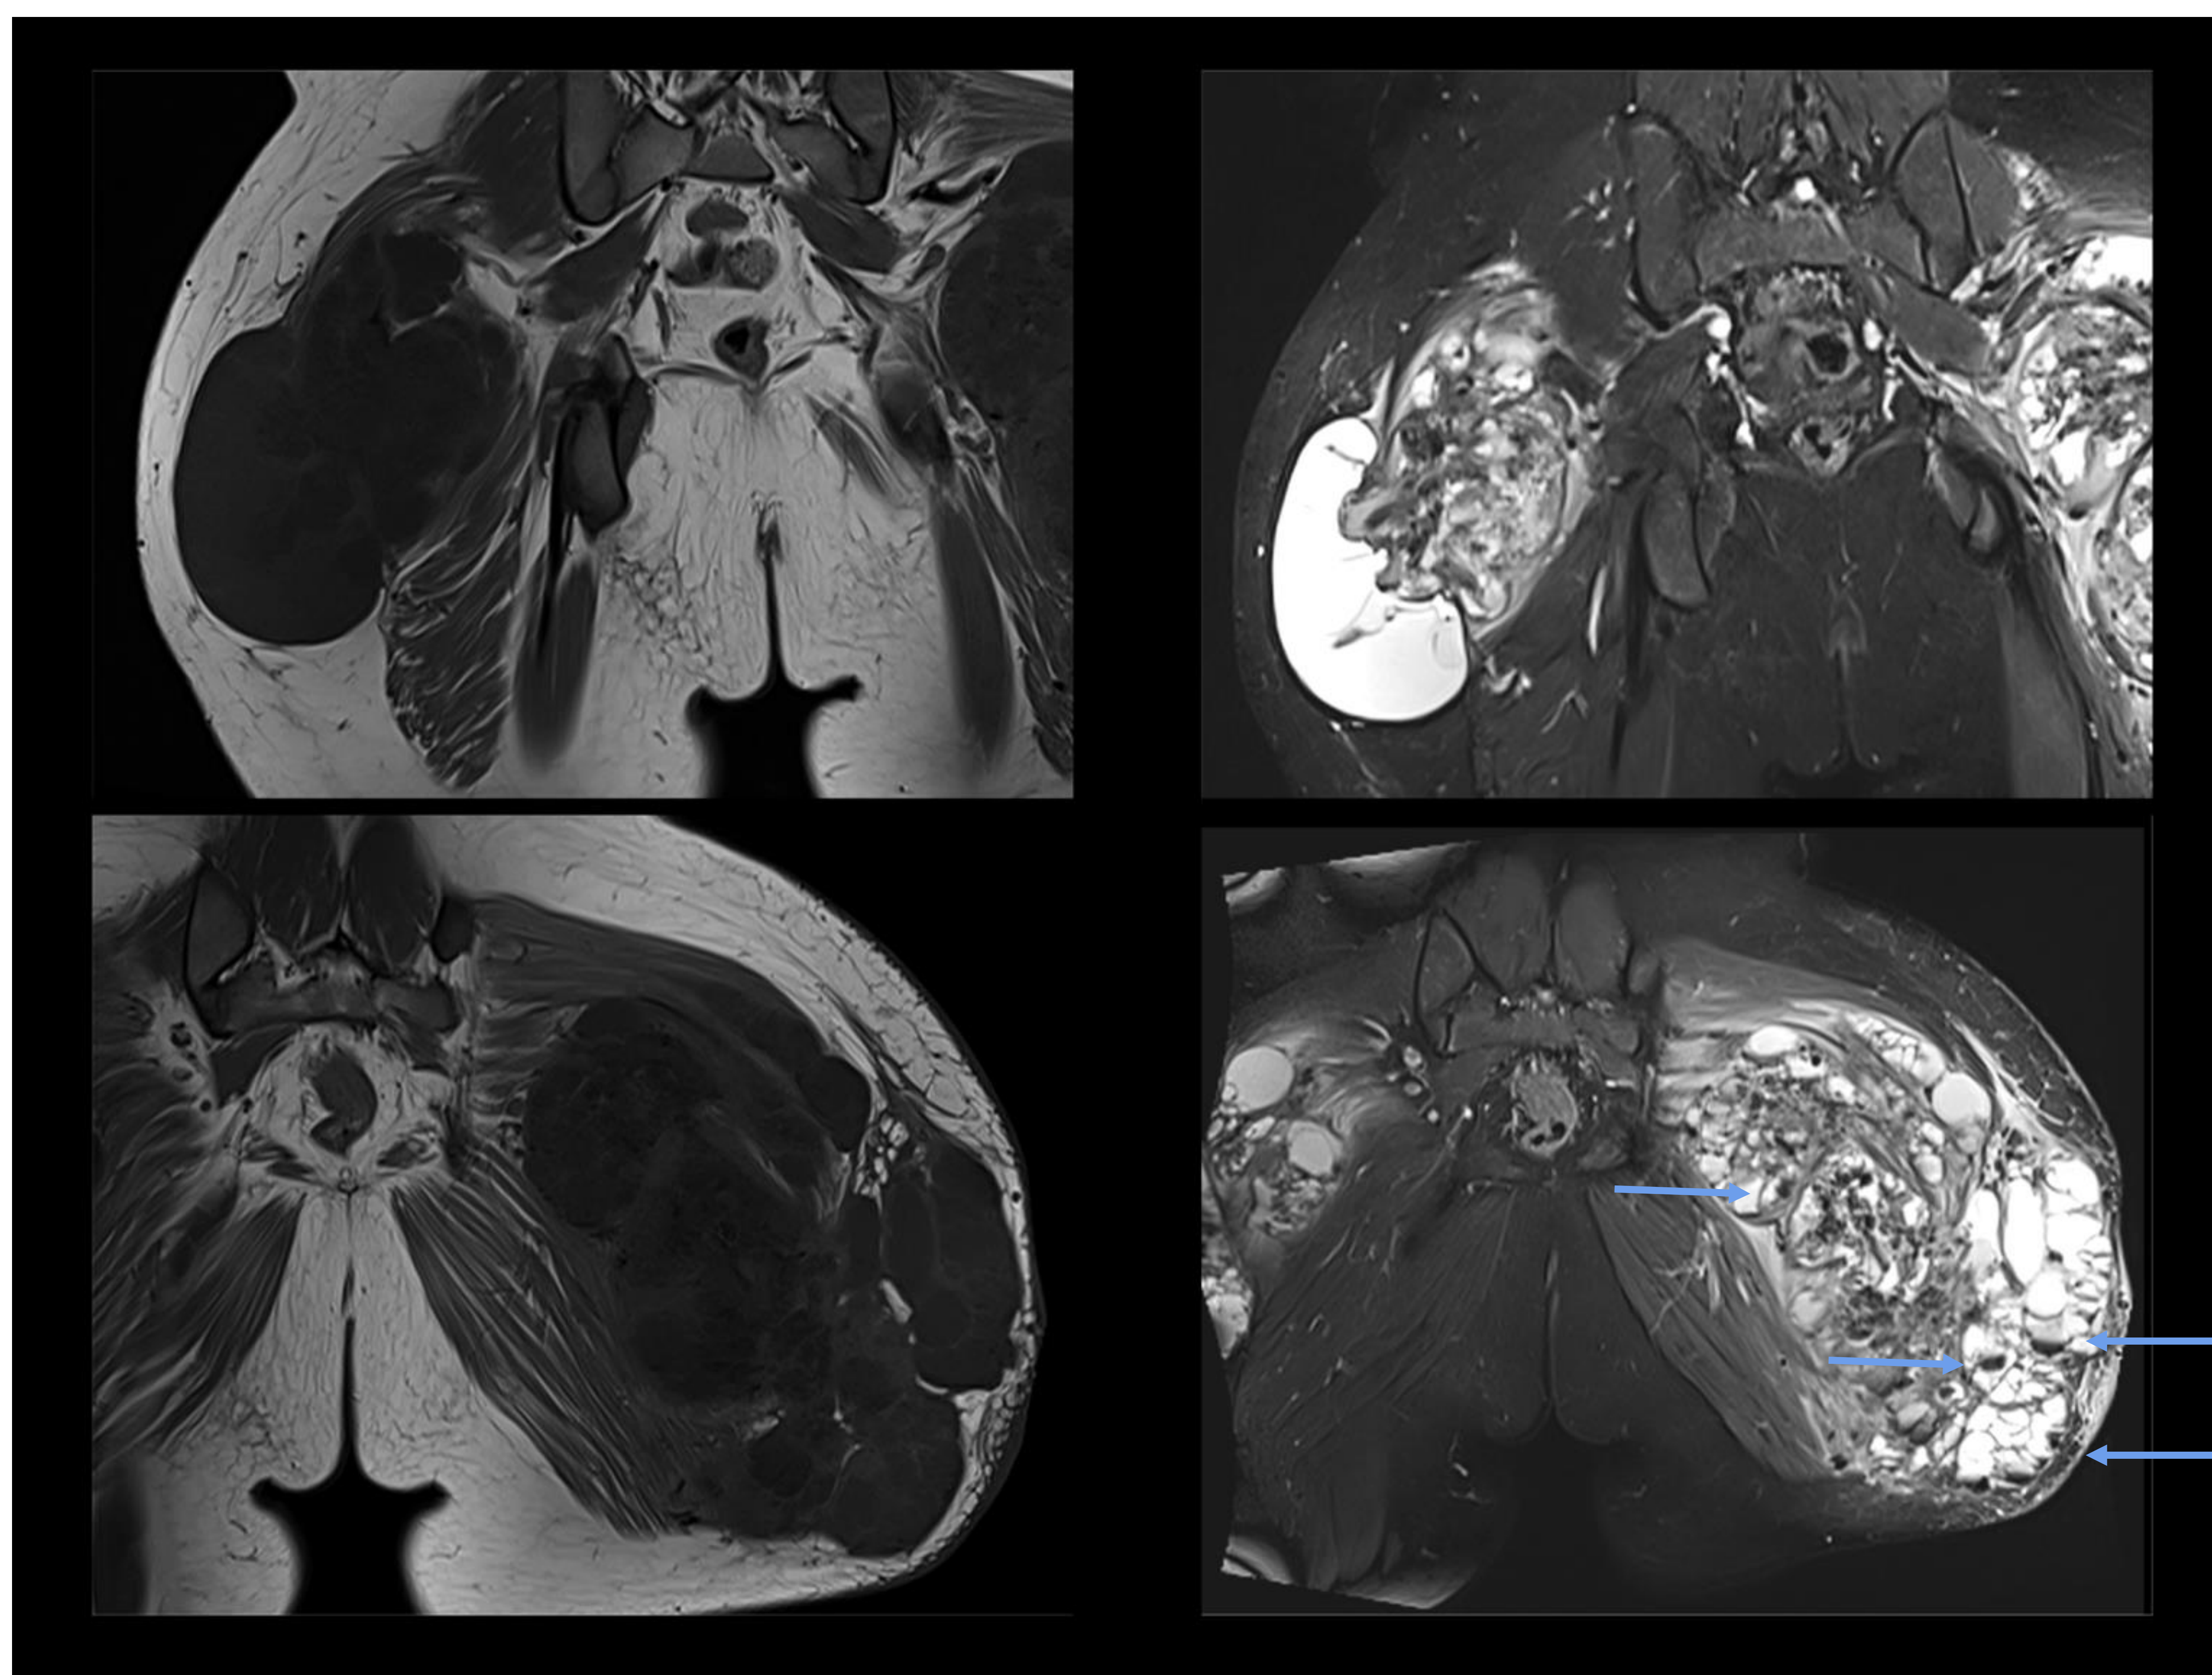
MRI T1 y T2FS coronal (3 meses tras última MRI). Voluminosas masas calcificadas de partes blandas, que se extienden tanto en un plano superficial como profundo a la cintilla iliotibial, morfología polilobulada y multiquística conocida. Existe aumento del volumen de ambas lesiones respecto a estudio previo, siendo la del lado derecho de 17 cm (eje CC con previo de 11 cm) y la del lado izquierdo de 23 cm (previo de 22 cm), esta última condicionado compresión extrínseca del nervio ciático izquierdo (no mostrado). Ambas lesiones asocian edematización reactiva de los músculos glúteos mayores. Se identifica el “*signo de sedimentación*” predominantemente en la masa izquierda (D, flecha azul).
